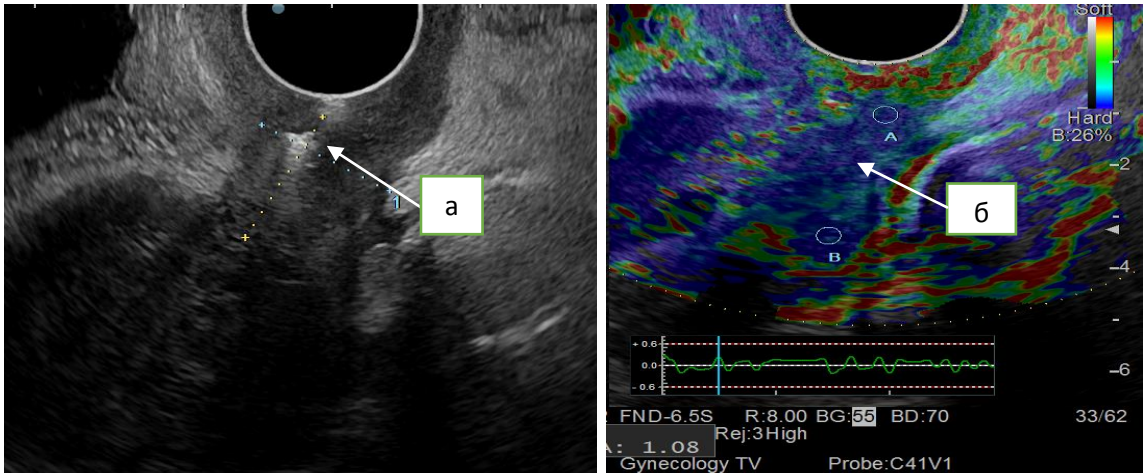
Ультразвуковая томограмма неизменной шейки матки через 6 месяцев после лечения: а) шейки матки; б) IV эластоип, коэффициент жесткости – 1,1
